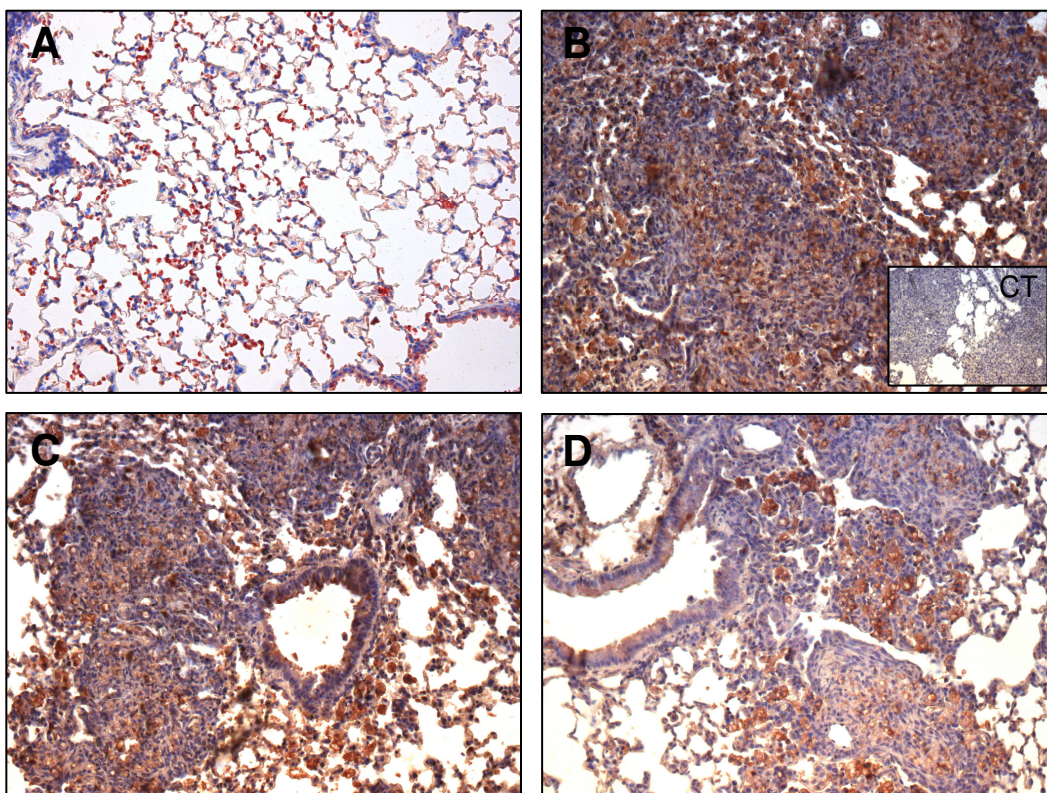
Análise da presença de macrófagos (F4/80) no parênquima pulmonar de camundongos instilados com salina e sílica (10 mg), submetidos ao tratamento com dexametasona (25 μ g) e peptídeo Ac2-26 (200 μ g) por 7 dias consecutivos. Os grupos incluem salina (A), sílica (B), dexametasona (C) e peptídeo Ac2-26 200 μ g (D). A técnica utilizada foi de imunohistoquímica, tendo como controle negativo a omissão do anticorpo primário (figura inserida - CT). Foram utilizados no mínimo 6 animais por grupo. Aumento de 200 x.
